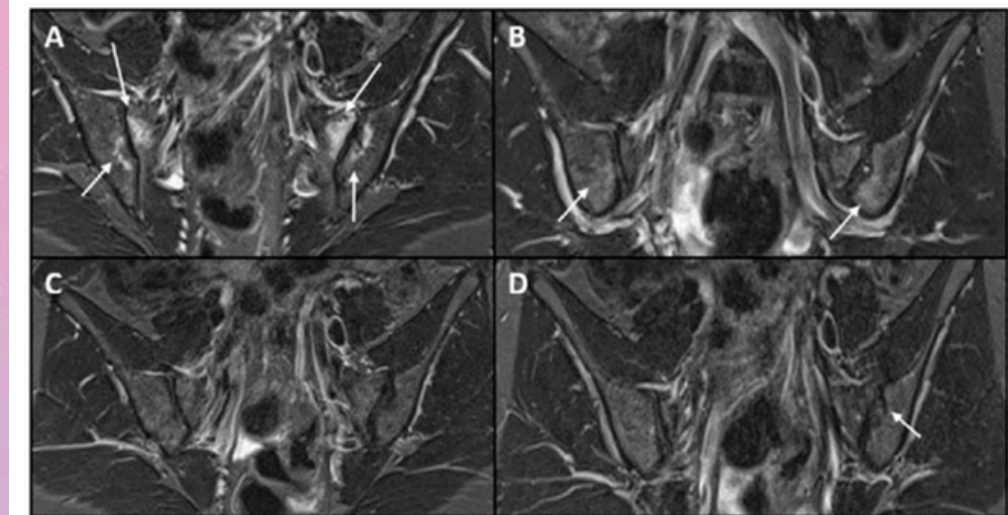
Sacroiliac joint MRI examinations of a 31-year-old postpartum woman. (A) Extensive sacroiliac bone marrow oedema (BMO) on shorttau inversion recovery images at baseline; (B) decrease of the BMO after 6 months; (C) vanishing of the BMO after 12 months; (D) T1 sequences of the month 12 MRI showing sacroiliac erosions.
